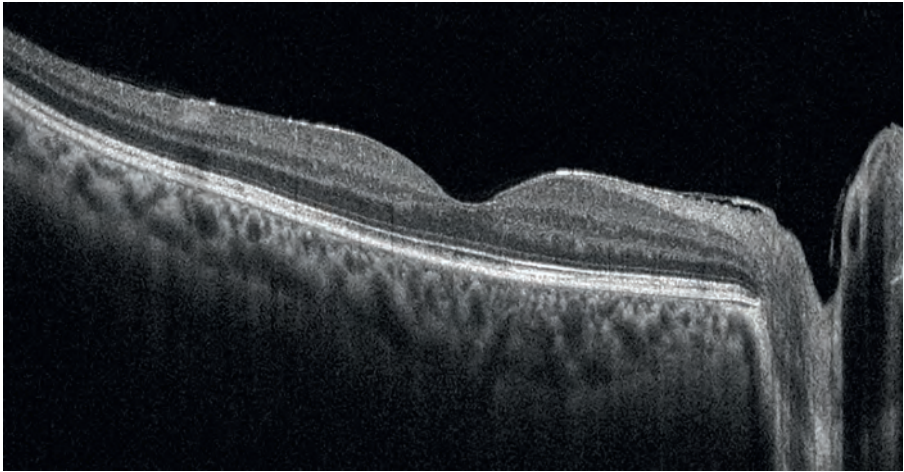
Оптическая когерентная томографическая картина макулярной области через 1 нед после интравитреального введения дексаметазона (Озурдекса*)
